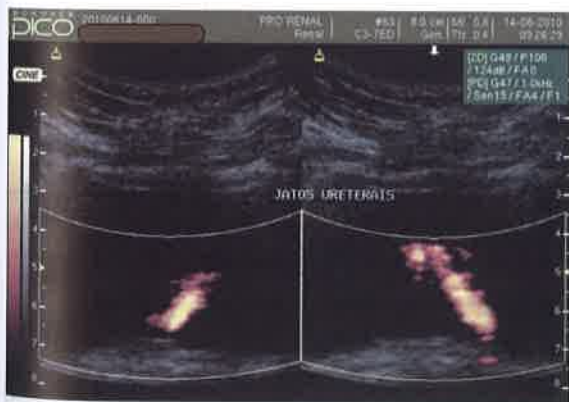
Observar a presença de jatos ureterais bilaterais demonstrados pelo Doppler de potência.
